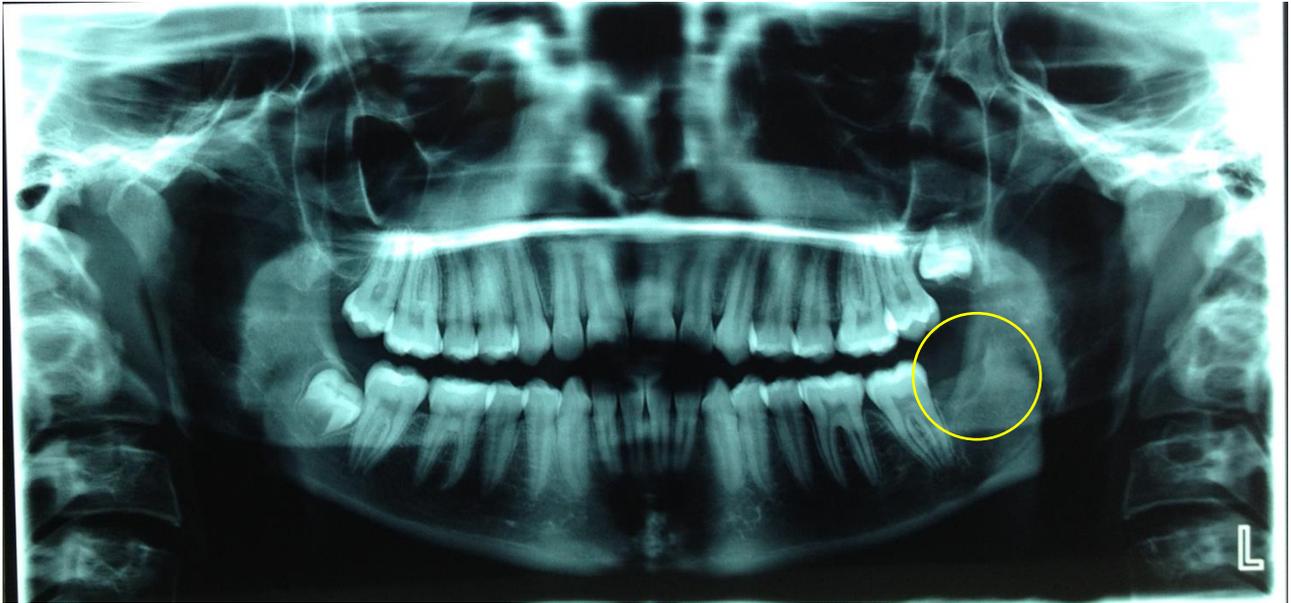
Radiografía panorámica paciente de 39 años. Diente 1.3 incluido con lesión radiolúcida en relación a la corona (círculo amarillo).*
